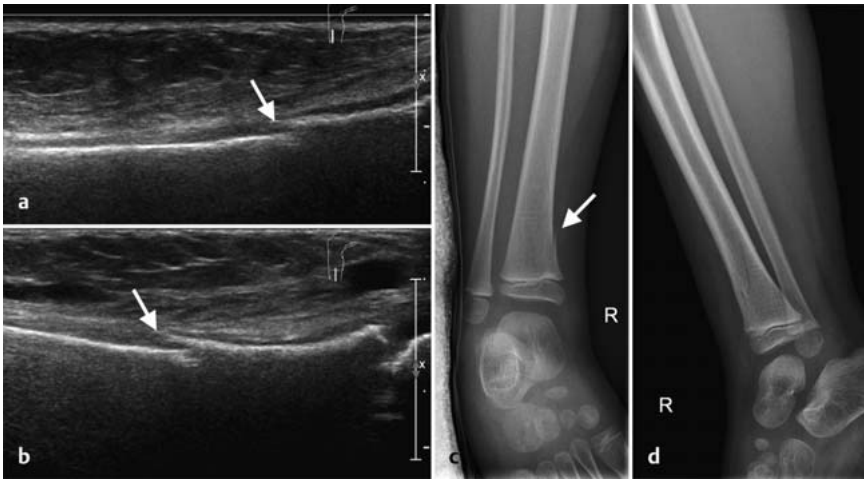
a bis d Distale Tibiaspiralfraktur mit kleiner kortikaler Stufe medial (↑) bei einem 3-jährigen Jungen, der aus dem Hochbett gefallen ist. a, b Sonografie; c, d Röntgen.
